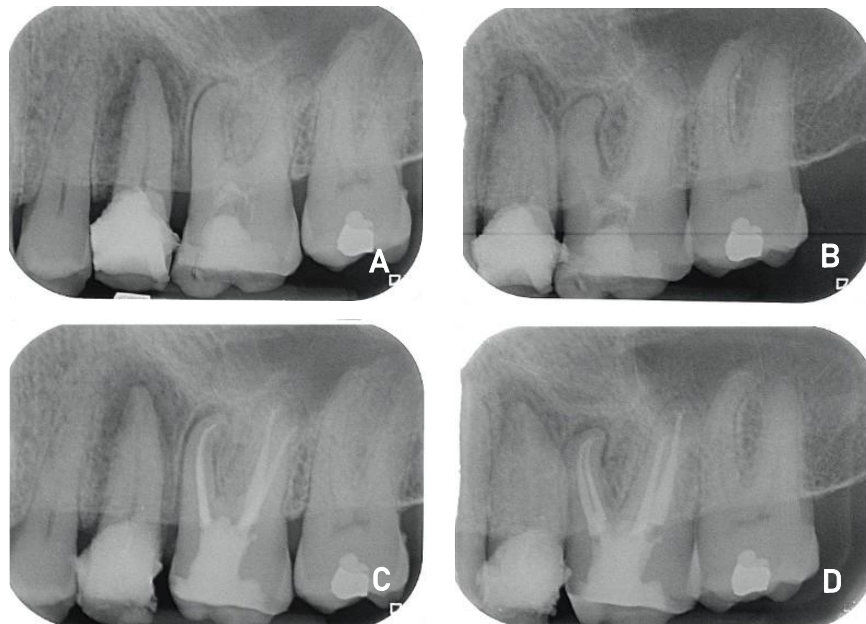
A- radiographie préopératoire orthocentrée. B- radiographie préopératoire disto-excentrée. C- radiographie postopératoire orthocentrée. D- radiographie postopératoire disto-excentrée.
